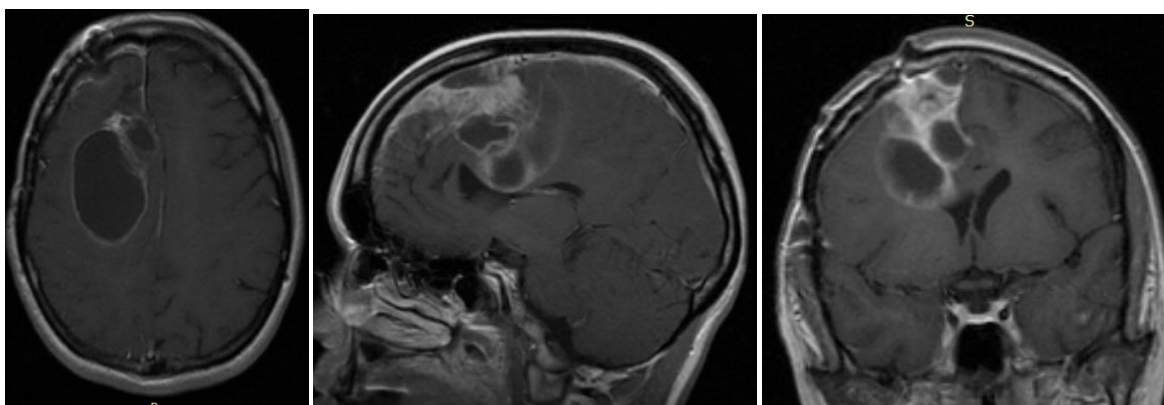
МРТ головного мозга пациентки В-вой. до оперативного вмешательства
